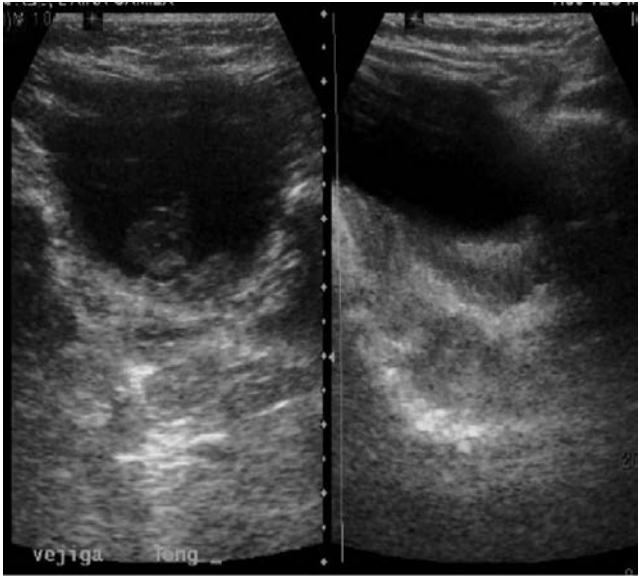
Ultrasonido pélvico: tumor ecogénico hacia la luz intravesical con engrosamiento de la pared vesical posterior.
